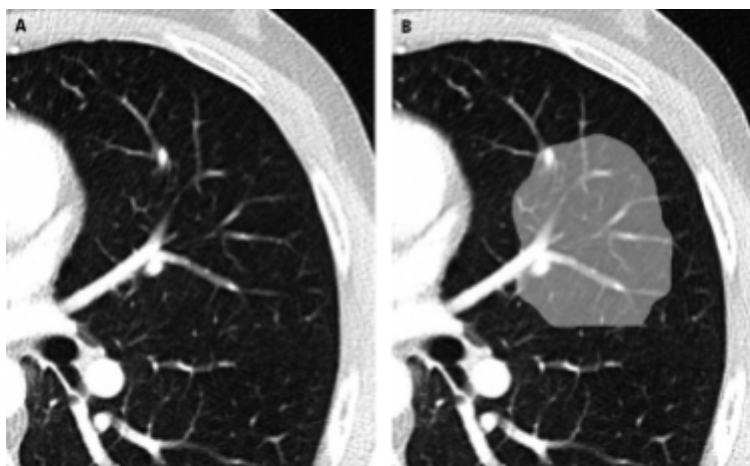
tomografía con signos de infección por COVID-19
